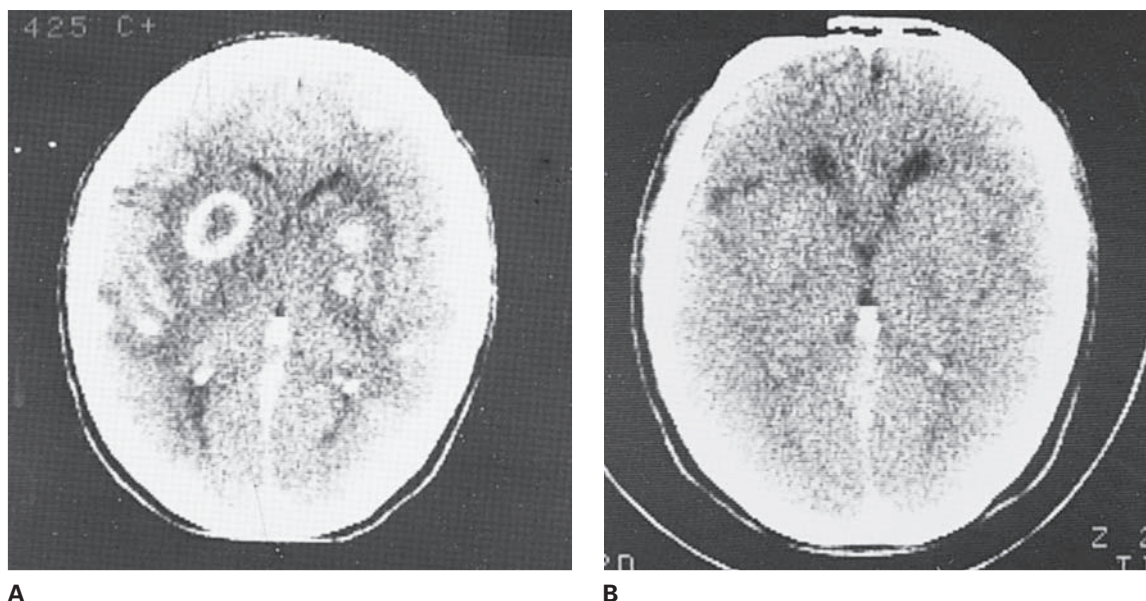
A, abscesos encefálicos múltiples relacionados con endocarditis bacteriana (*Staphylococcus aureus*) en un varón de 55 años de edad. El gran absceso en el hemisferio izquierdo muestra un reforzamiento anular característico. B, CT intensificada con contraste cuatro meses después de instituir tratamiento antibiótico. Los abscesos se resolvieron.
